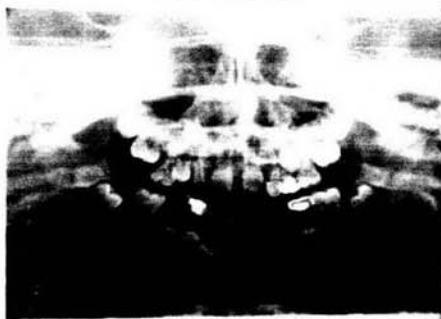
3 Ortopantomografía
